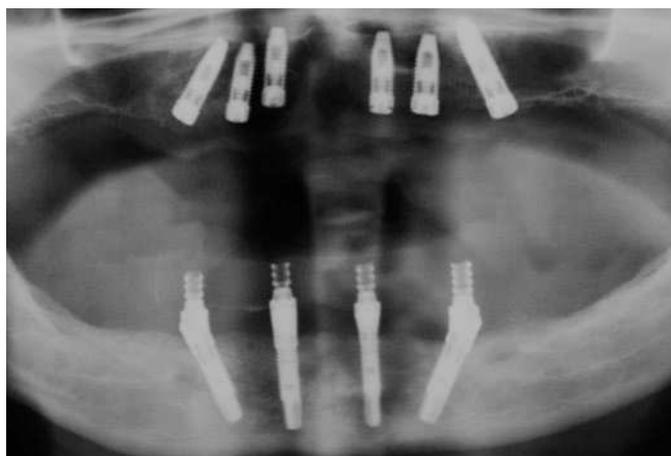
La radiografía de control.
